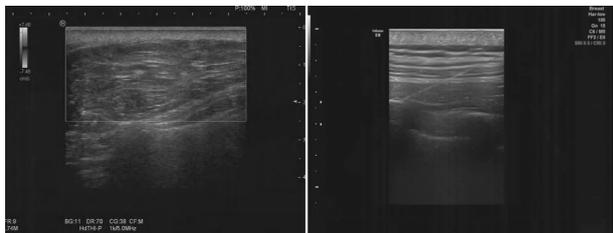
入院脂肪瘤超声影像图 图2 穿刺时超声影像图
